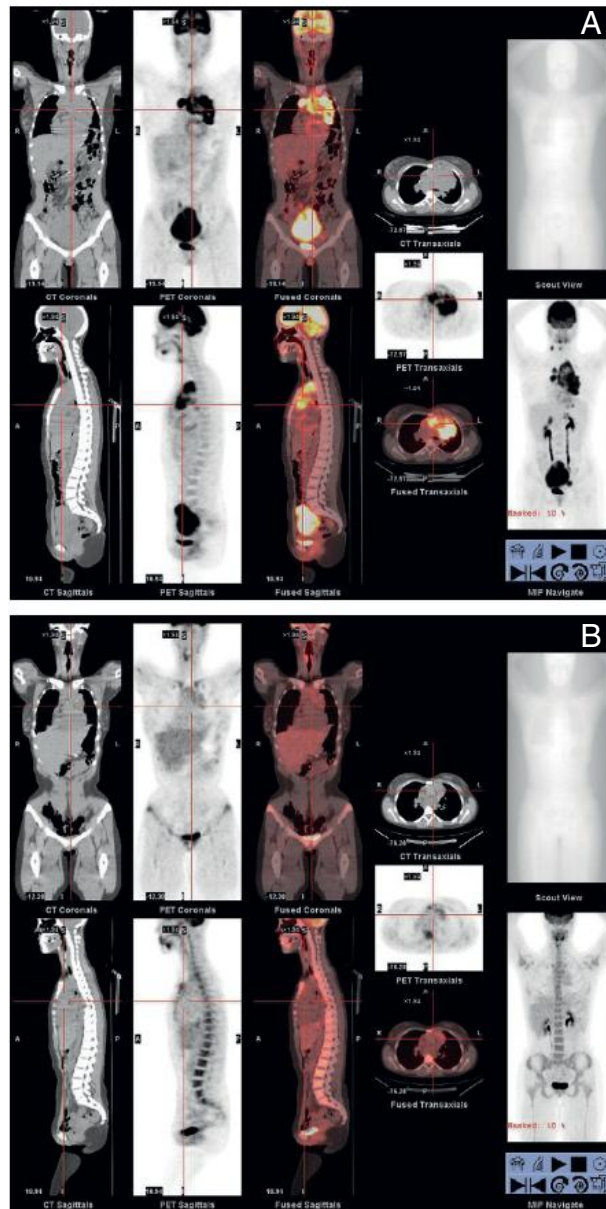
La tomographie par émission de positons (TEP), couplée à la tomodensitométrie (TDM), étudie le métabolisme cellulaire par la détection de traceurs radioactifs préalablement injectés par voie intraveineuse.
